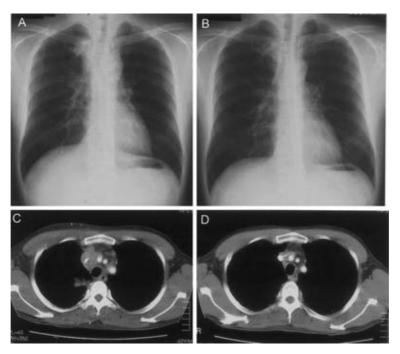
Chest X-ray, Chest CT scan on the first admission
